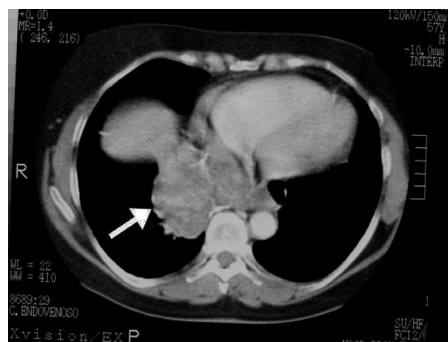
Imagen de tomografía computarizada del plano cardíaco con contraste intravenoso donde se observa una masa en el mediastino posterior, con captación heterogénea del contraste y áreas de bajo coeficiente de atenuación por el componente necrótico tumoral.
